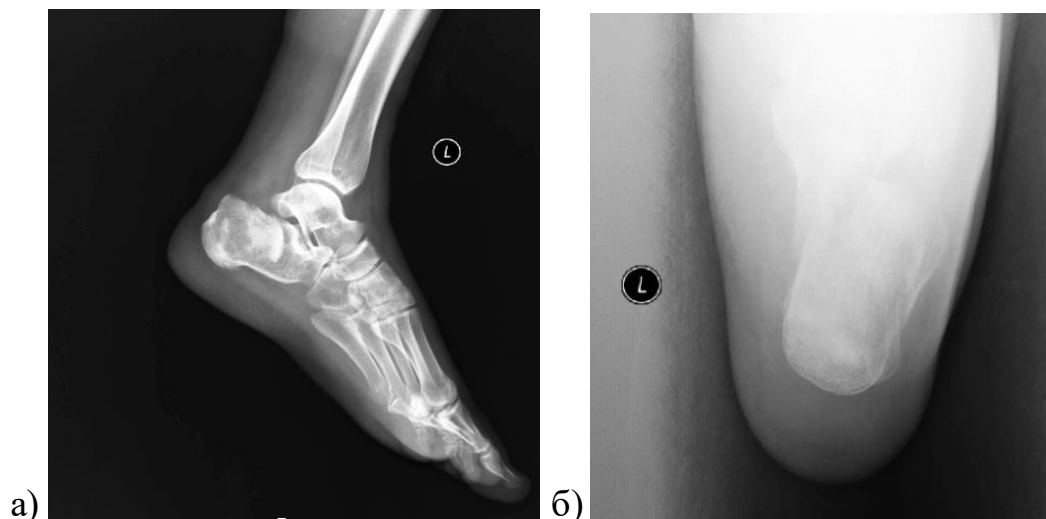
Рентгенограмма левой пяточной кости пациента В., 42-х лет при поступлении: а) боковая проекция, б) аксиальная проекция
